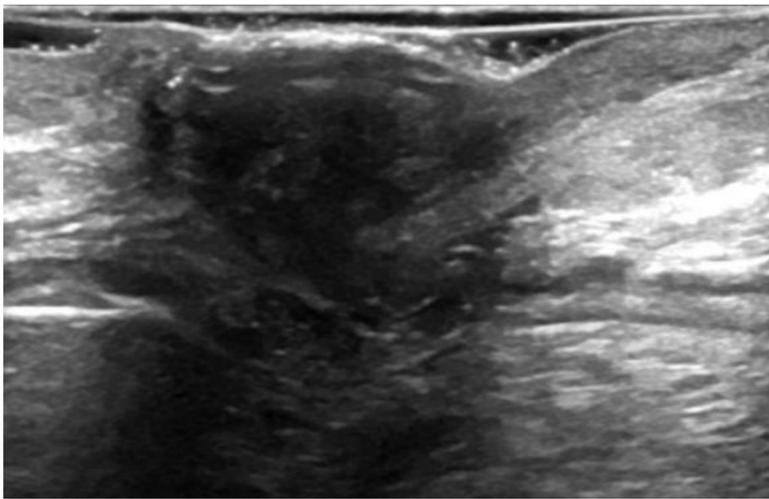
Ecografía y TC AP tras administración de CIV: nódulo sólido de aspecto heterogéneo en región umbilical.
